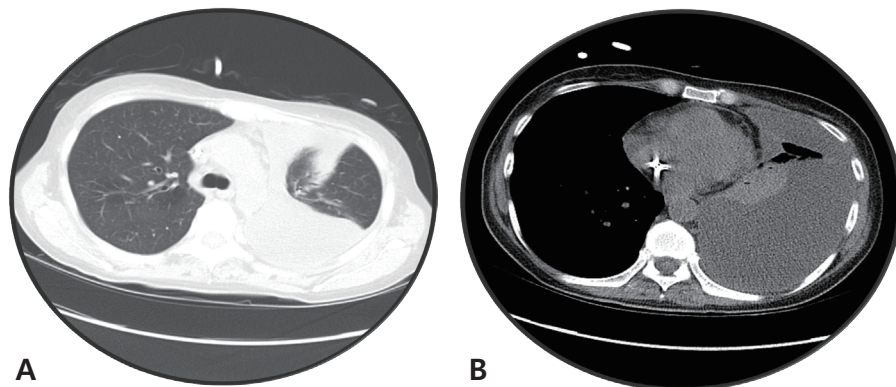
Initial chest non-contrast CT revealed (A) pneumonic consolidation and (B) pleural effusion in the left lung field.
